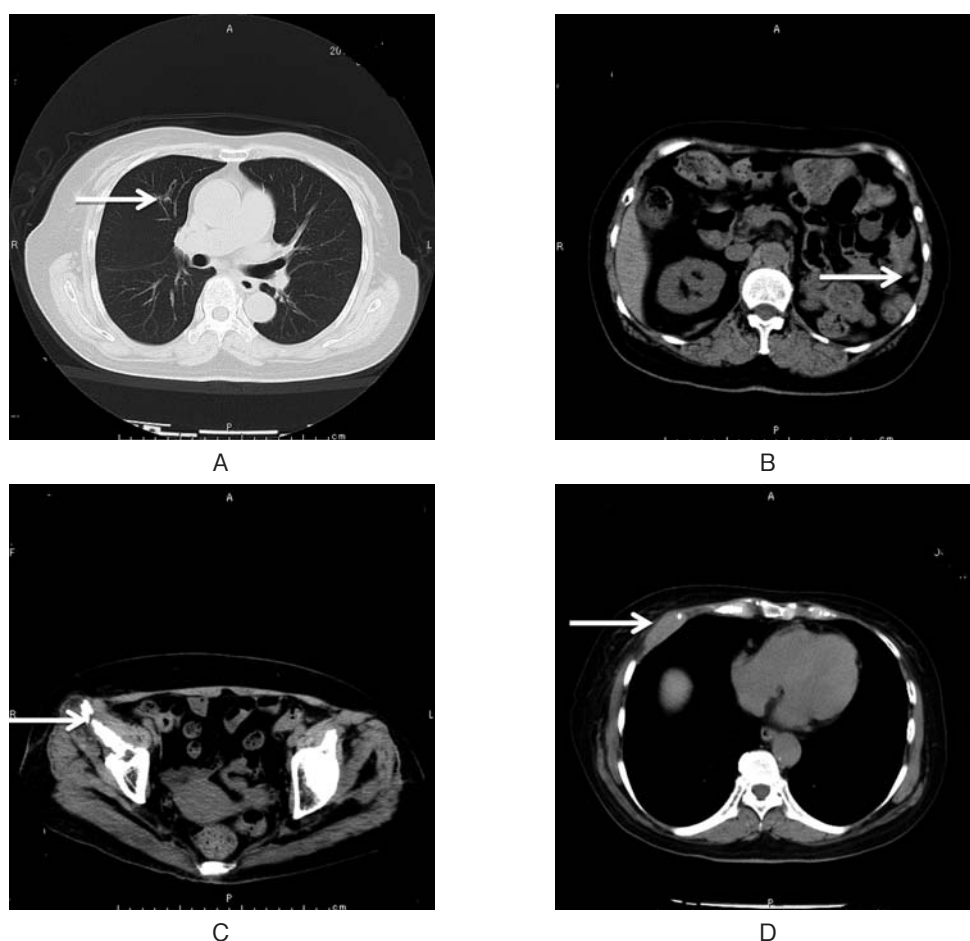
CT showed pulmonary (A), intraperitoneal (B), right iliac (C) and costal metastasis (D) after 6 months of axitinib therapy.
